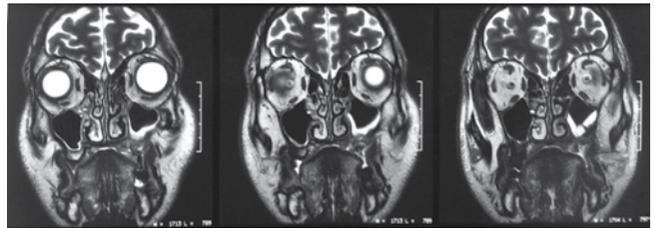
RM vistas coronales
